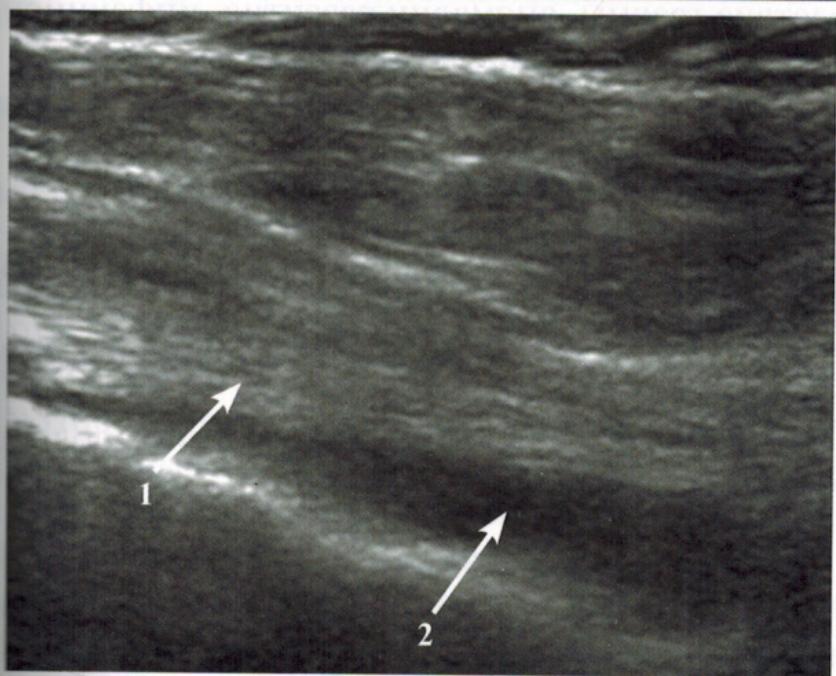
УЗИ плечевого сустава
